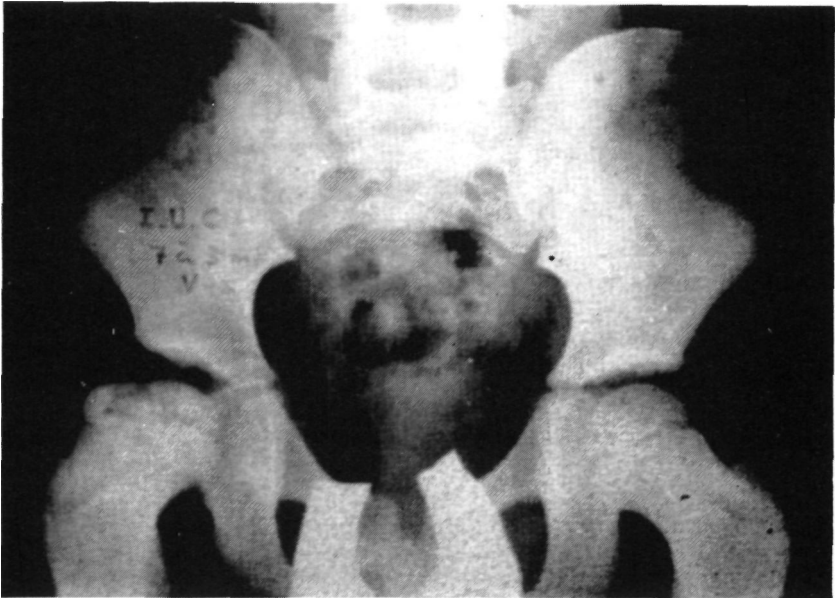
b.— Radiografía en proyección axial.
